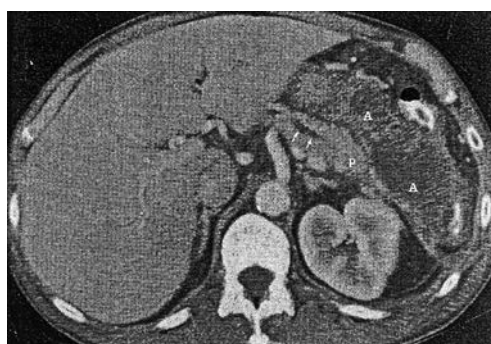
Imagistica CT. Abces pancreatic la 5 săptămâni după pancreatită. Colecție lichidiană eterogenă anterioară corpului și cozii pancreasului. Ductul pancreatic prezintă distensie
